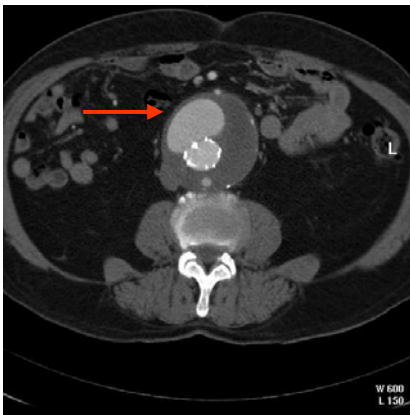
CT-Bild nach Implantation eines Endografts: hellgrau = Endoleckage, dunkelgrau = Aneurysmasack mit Thrombus Pfeil = Endograft
